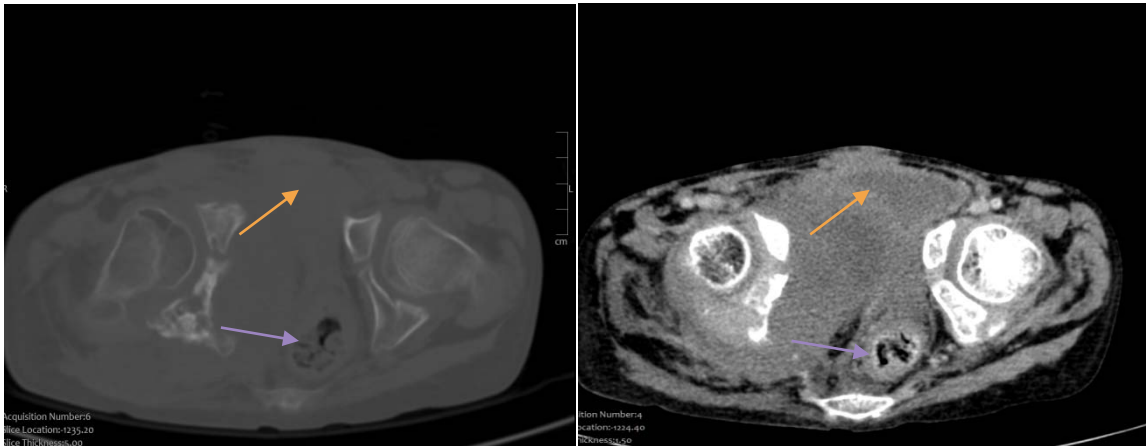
TDM abdominopelvienne: Sarcome d'Ewing de l'os iliaque droit : important envahissement des PM endopelvien , une infiltration de la vessie —→ , du rectum —→ et de l'uretère pelvien droit , avec une urétérohydronéphrose d'amont
